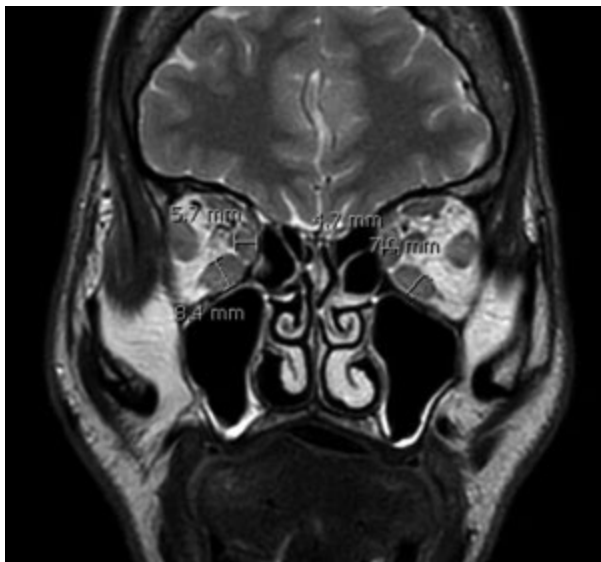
Caso 1. RM coronal. Medidas RM y RI.
